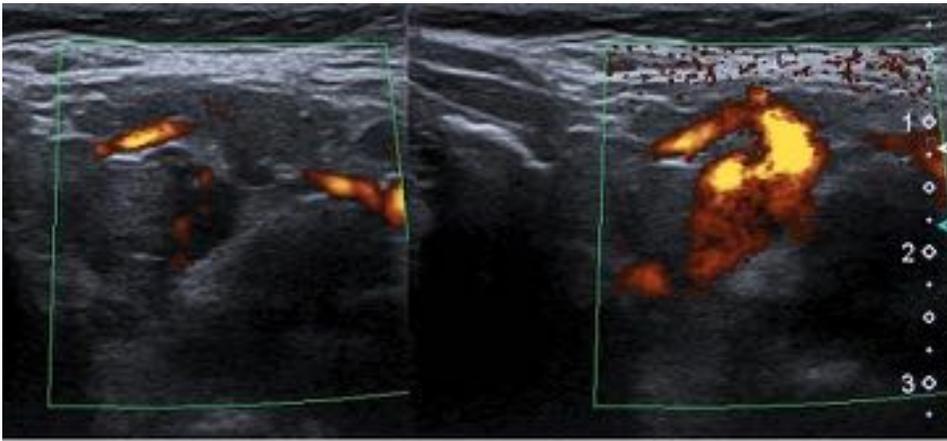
US Doppler color: Malformación vascular venosa antes y durante la maniobra de Valsalva. Se observa un aumento de la señal color durante la maniobra de Valsalva.
